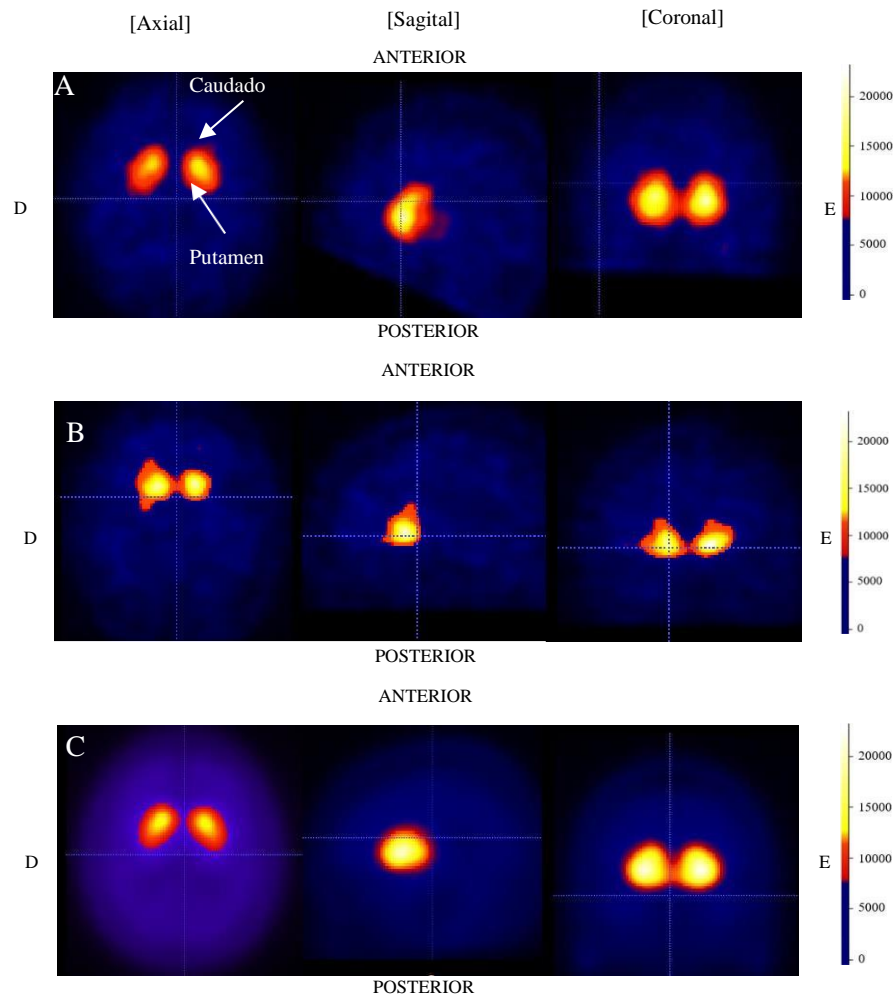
Cortes axiais, sagitais e coronais $[^{123}\text{I}]\text{FP-CIT}$ SPECT com captação preservada “em forma de vírgula” num sujeito controlo (A), redução assimétrica da captação num sujeito com diagnóstico de DP (B) e imagem soma de controlos (C). D: direito, E: esquerdo.
